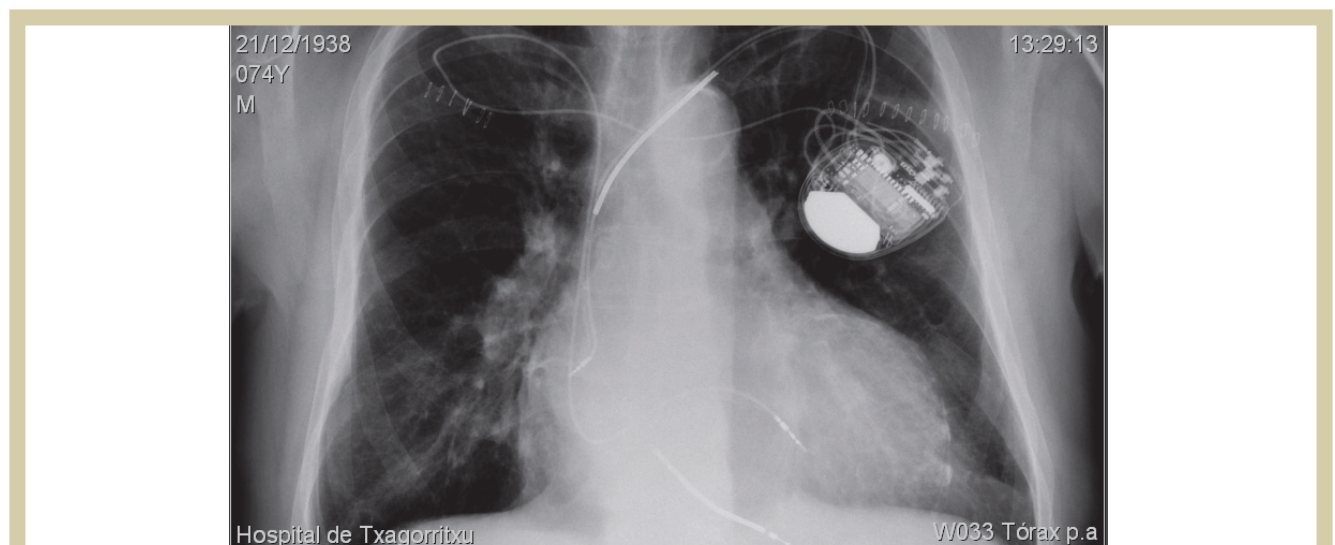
Radiografía de tórax tras el implante.
